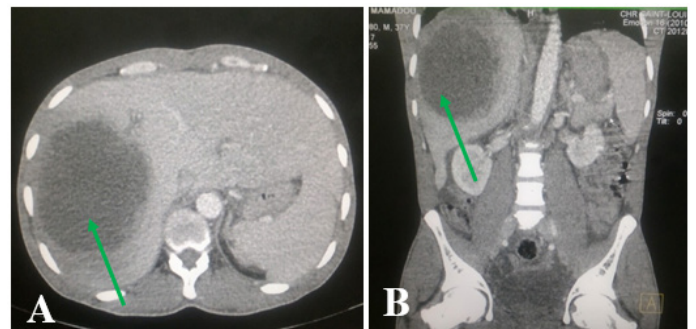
TDM abdominale avec injection de PDC chez un patient de 37 ans reçu pour douleur HC + fièvre : présence au niveau du foie droit d'une formation liquidienne (flèche verte) à paroi épaisse, irrégulière rehaussée par le PDC réalisant l'aspect classique « en cocarde » compatible avec un abcès hépatique.
